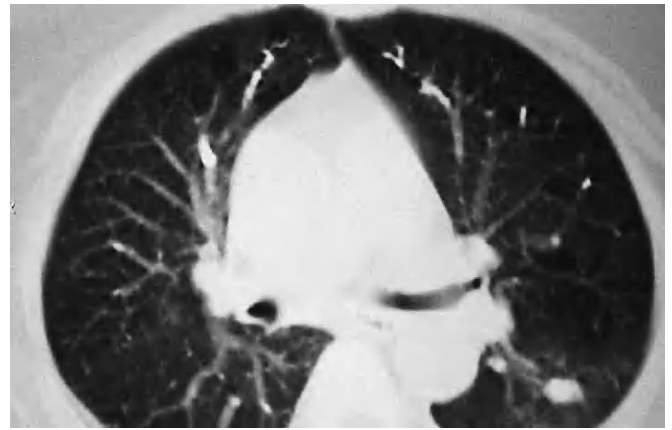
Tomografía computarizada de tórax sin contraste intravenoso. Se observan imágenes intravasculares de alta densidad compatibles con embolismo arterial pulmonar del material empleado en la vertebroplastia. Granuloma en LII.
